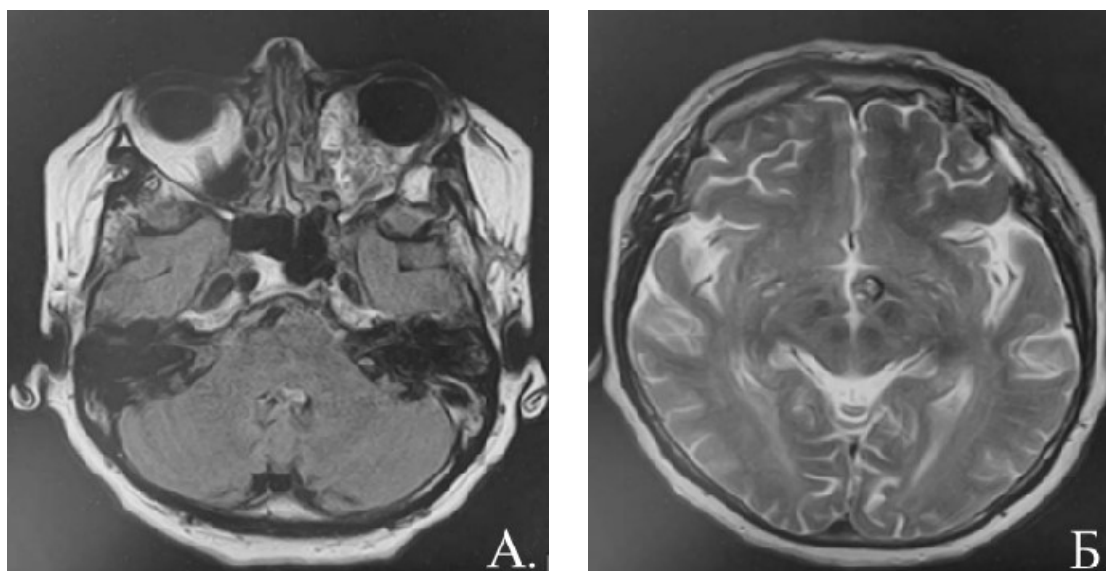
Магнитно-резонансная томография с контрастным усилением, аксиальная проекция в режиме FLAIR (а) и T2 (б): а — КВМ вершины орбиты с распространением в кавернозный синус слева; б — КВМ в области медиальных отделов таламуса слева, неоднородно накапливает контрастное вещество
